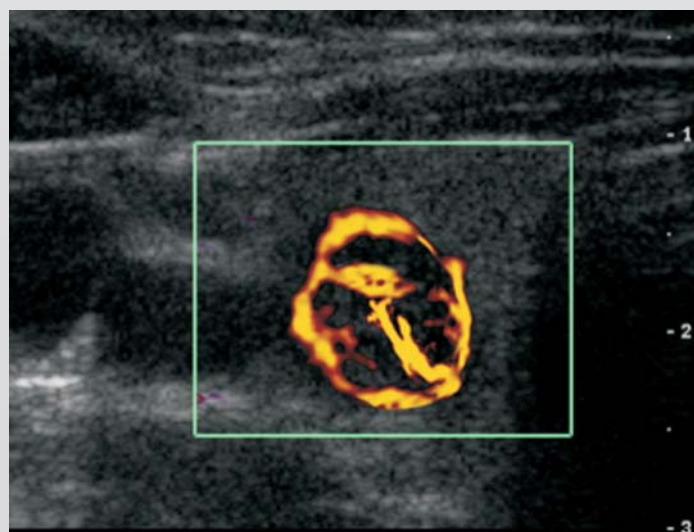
US com Doppler-nódulo maligno da Tireóide.
